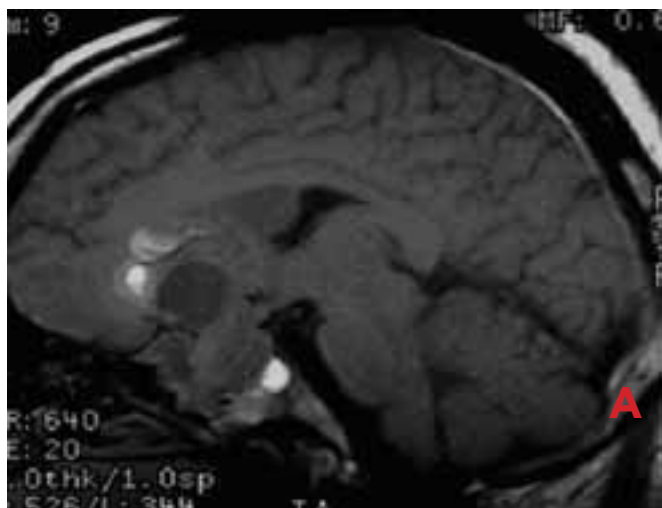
Магнитно-резонансная томограмма пациента с гигантской пролактиномой. А — до лечения; Б — через 6 мес лечения Достинексом.
